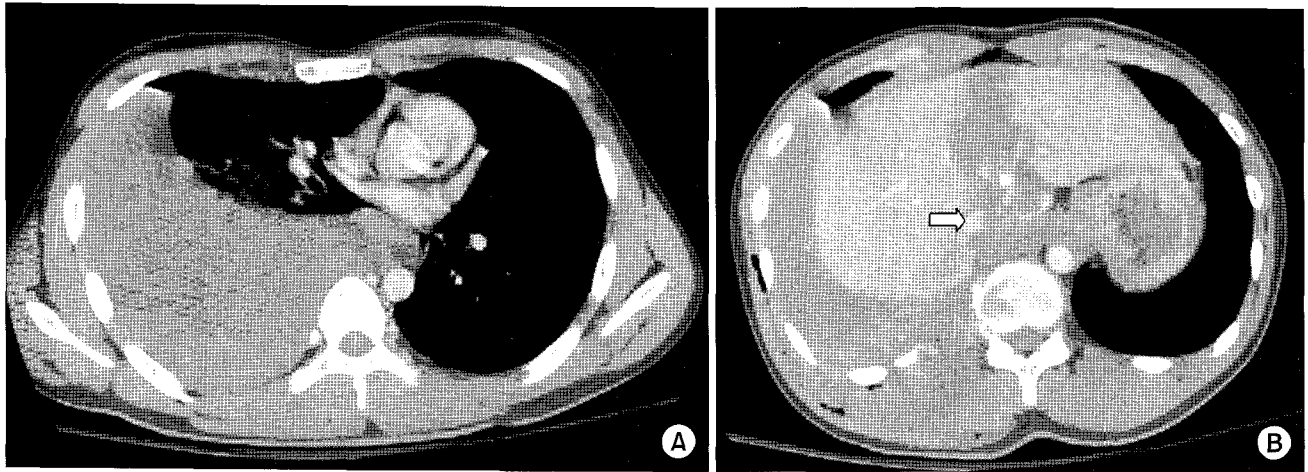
(A) Chest CT scan shows a huge right hemothorax. (B) Abdominal CT scan shows the laceration of the medial segment of left hepatic lobe and the fracture of the 12th thoracic spine body. Also, the retrohepatic inferior vena cava injury is suspicious (arrow).
